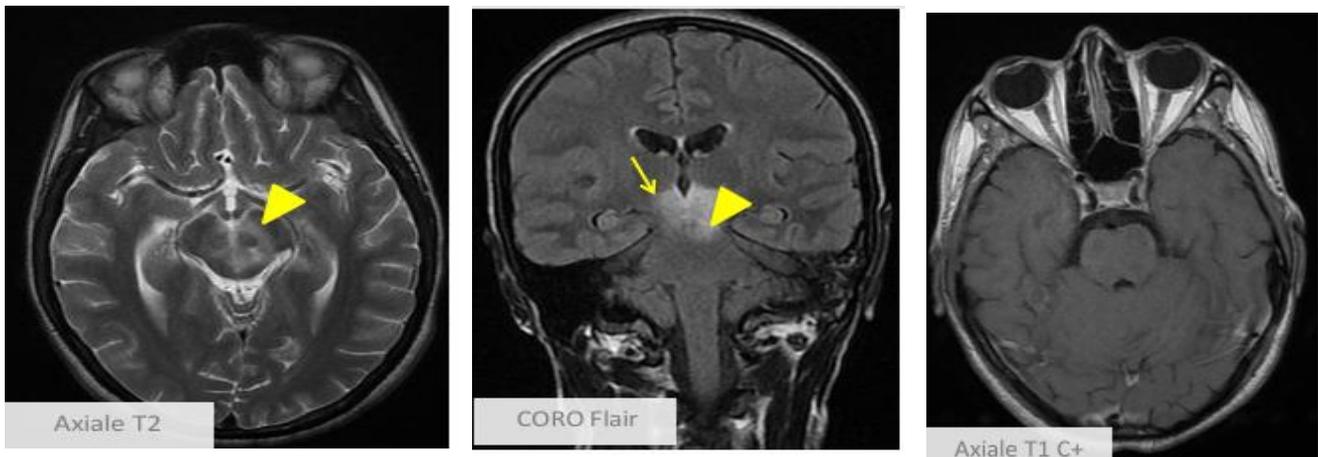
Plages en hypersignal T2 et FLAIR intéressant les 02 thalami et les pédoncules cérébraux (tête de flèche) sans rehaussant après injection de gado chez un jeune de 21 ans suivi pour Neuro-Behçet (143)
